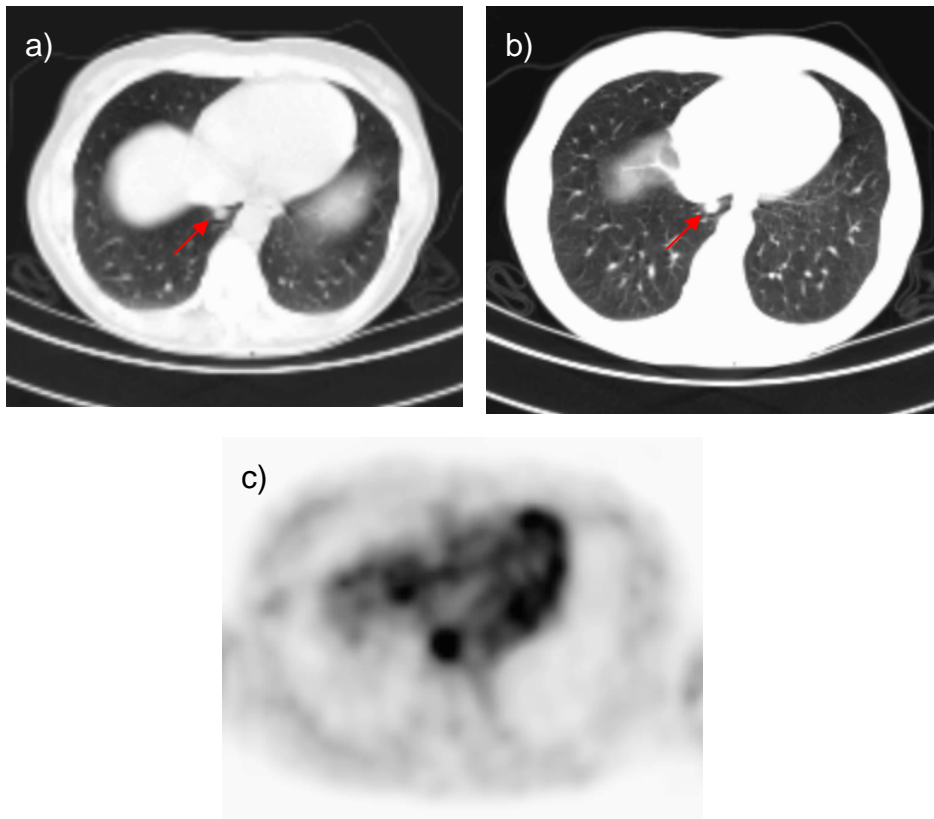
Falsch-positiver PET/CT-Befund, 49-jährige Patientin
